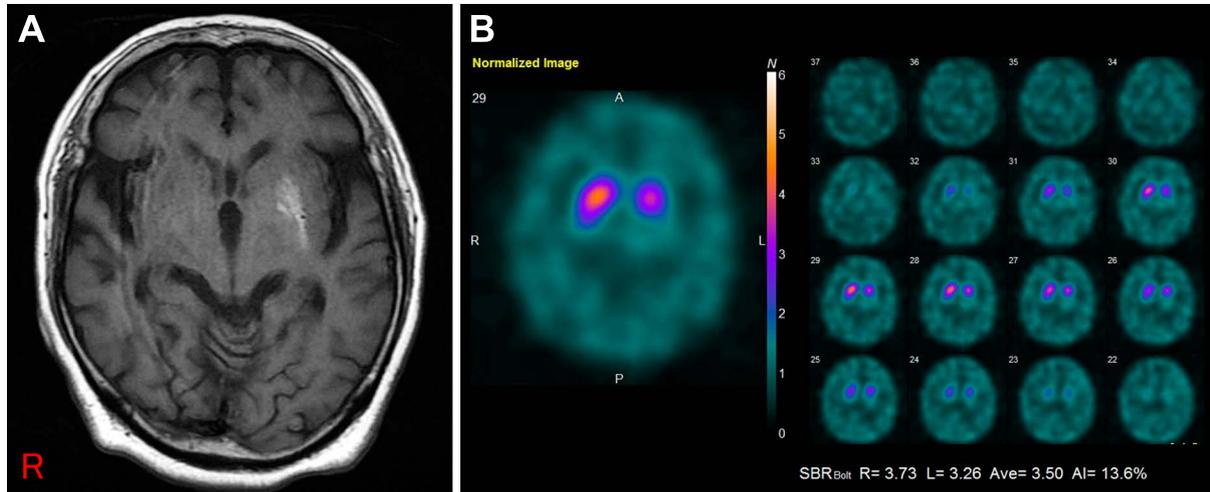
Brain MRI and Dopamine transporter SPECT.
